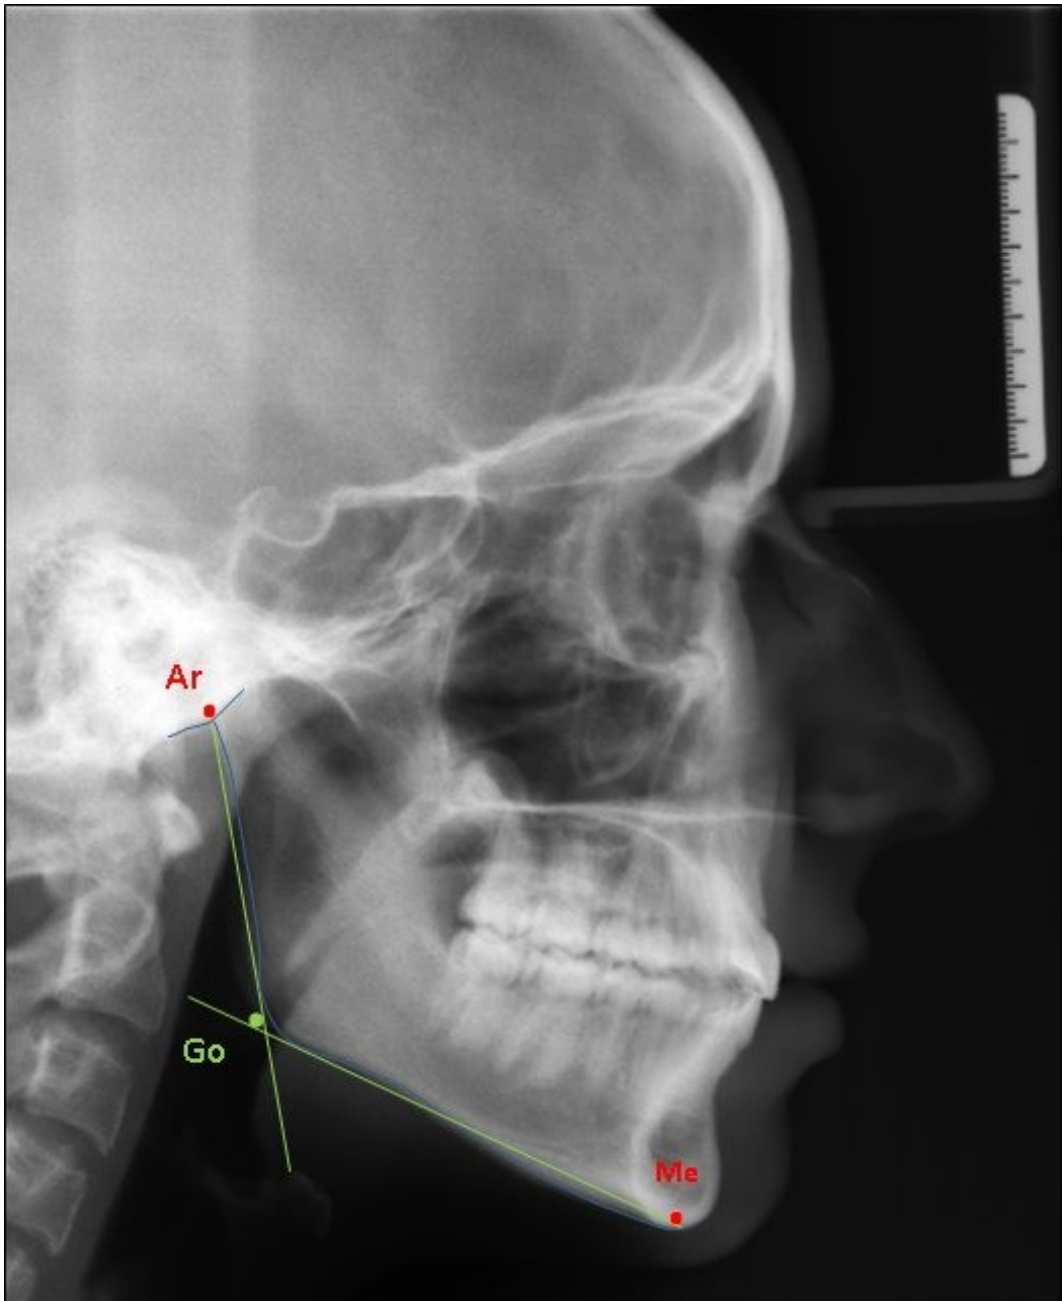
Gonionpunkt im Fernröntgen
